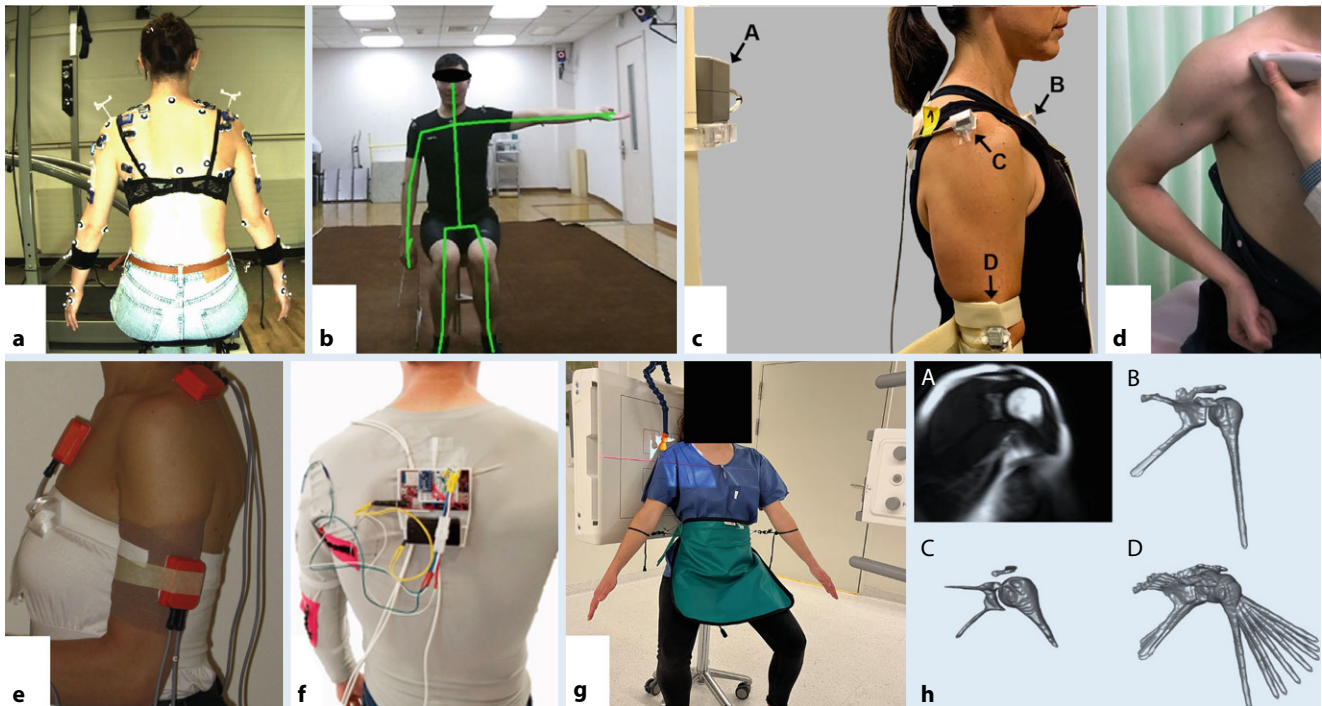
▲ a Markerbasierte Bewegungserfassung, b markerlose Bewegungserfassung. (Aus [7]; mit freundl. Genehmigung, © Elsevier, alle Rechte vorbehalten). c Elektromagnetisches Tracking-System. (Aus [4]; mit freundl. Genehmigung, © Elsevier, alle Rechte vorbehalten). d Ultraschallbasierte Bewegungsanalyse. (Aus [31]; mit freundl. Genehmigung, © Die Autoren, CC BY 4.0, (<https://creativecommons.org/licenses/by/4.0/>), alle Rechte vorbehalten). e Inertialsensoren. (Aus [23]; mit freundl. Genehmigung, © Elsevier, alle Rechte vorbehalten). f Dehnungssensoren. (Aus [12]; mit freundl. Genehmigung, © Die Autoren, CC BY 4.0, (<https://creativecommons.org/licenses/by/4.0/>), alle Rechte vorbehalten). g Fluoroskopie (eigene Abbildung). h Magnetresonanztomographie. (Aus [24]; mit freundl. Genehmigung, © Wiley Periodicals, Inc., alle Rechte vorbehalten)
